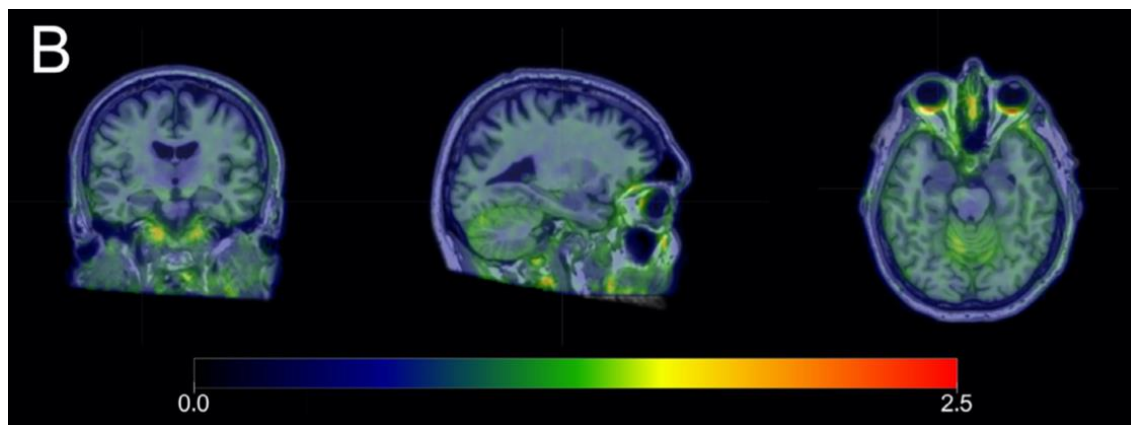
Imagens coronal, sagital e axial de PET-¹⁸F-MK-6240 efetuada num voluntário de 62 anos. A sobreposição com imagem de RM T1 demonstra ausência de captação anormal do radiofármaco. Obtido de 67
